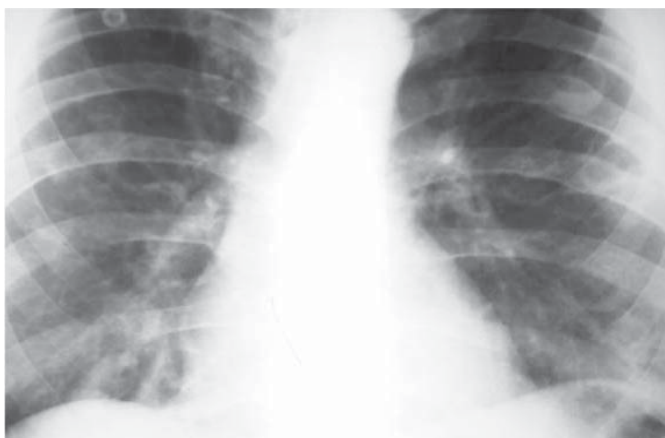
Рентгенограмма больного С. на фоне лечения.
